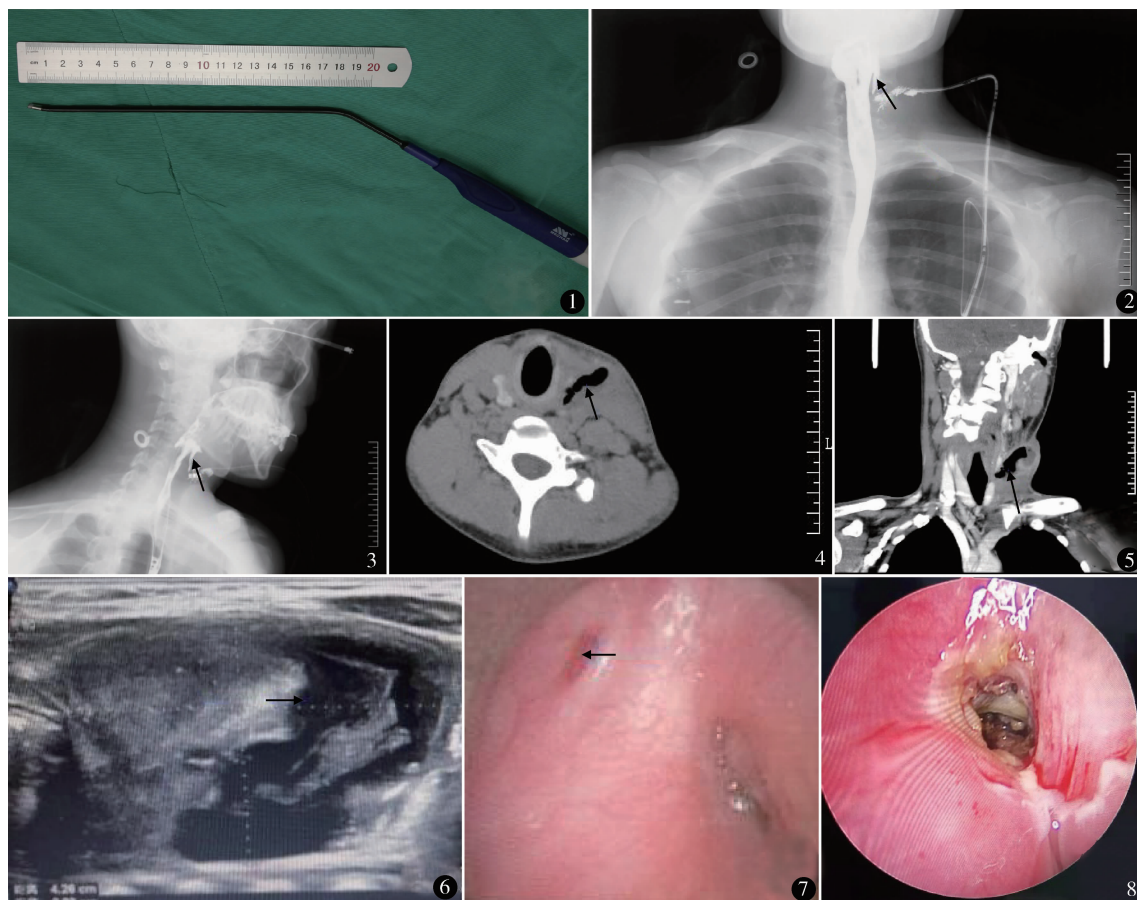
低温等离子设备 图 2,3 食道钡餐示起自左侧梨状窝的瘘管 图 4 颈部矢状位 CT 平扫示左颈前部皮下软组织内囊袋状气体影 图 5 颈部冠状位 CT 平扫左侧颈部可见囊袋状气体影 图 6 颈部超声示甲状腺形态增大、包膜不完整 图 7 内镜下内瘘口 图 8 低温等离子烧灼后内瘘口
